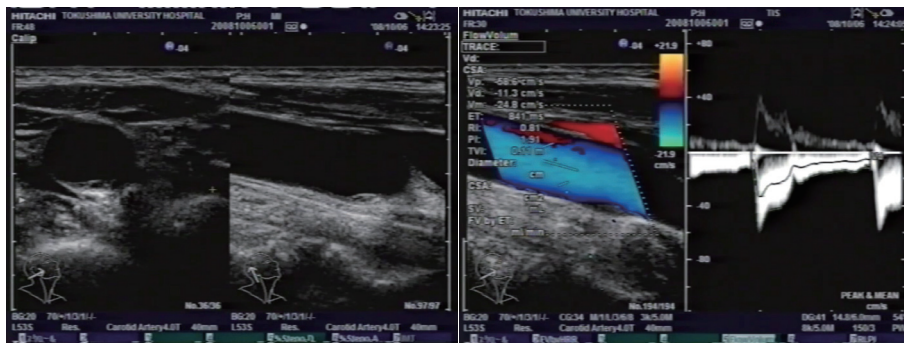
頸動脈エコー検査でのプラーク計測と血流波形解析
